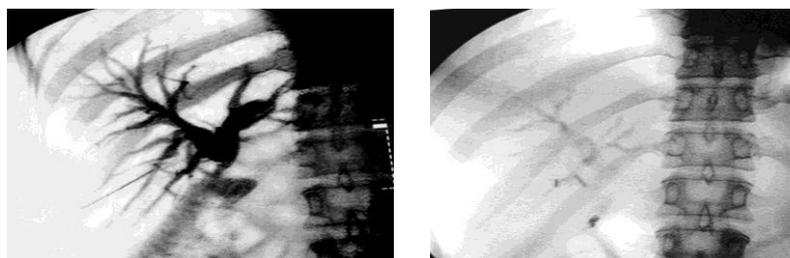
Рентгенограммы больного Н. На ЭРХПГ и чрескожной чреспеченочной холангиограмме контрастируется суженная часть протока клипсами.
